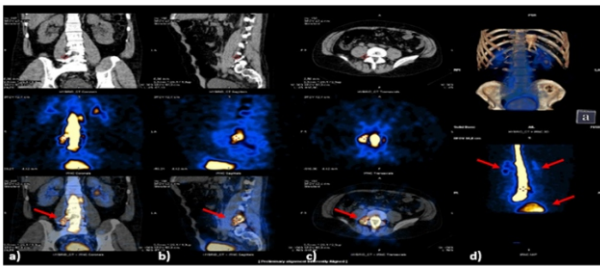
Imágenes de fusión SPECT/CT 1 hora. a) Corte coronal. b) Corte sagital. c) Corte axial. d) Reconstrucción volumétrica.
